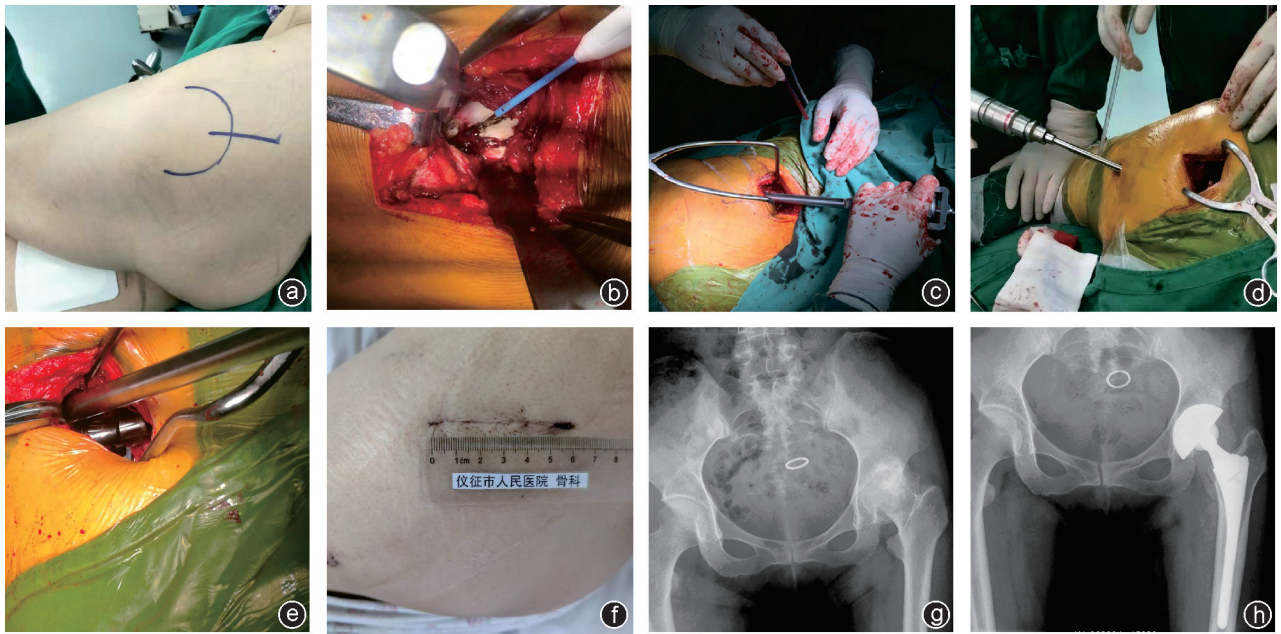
病人,女,63岁,左侧股骨头坏死,行SuperPATH入路全髋关节置换术治疗 a:体位及切口标志;b:肌间隙-上方关节囊入路;c:股骨成形、假体植入、股骨颈截骨;d:经皮辅助通道:髋臼磨挫、假体植入;e:复位髋关节(头-颈复位);f:切口外观;g:术前X线片显示左侧髋股骨头坏死塌陷;h:术后X线片显示假体位置良好
